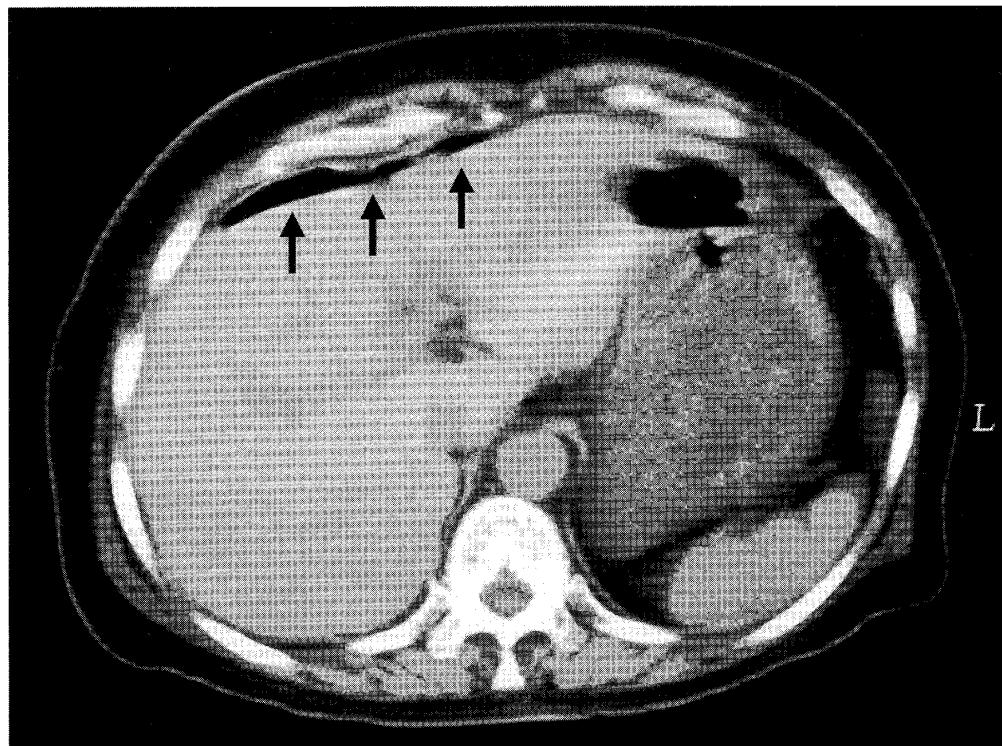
Abdominal CT showed a 3.0cm linear foreign body
